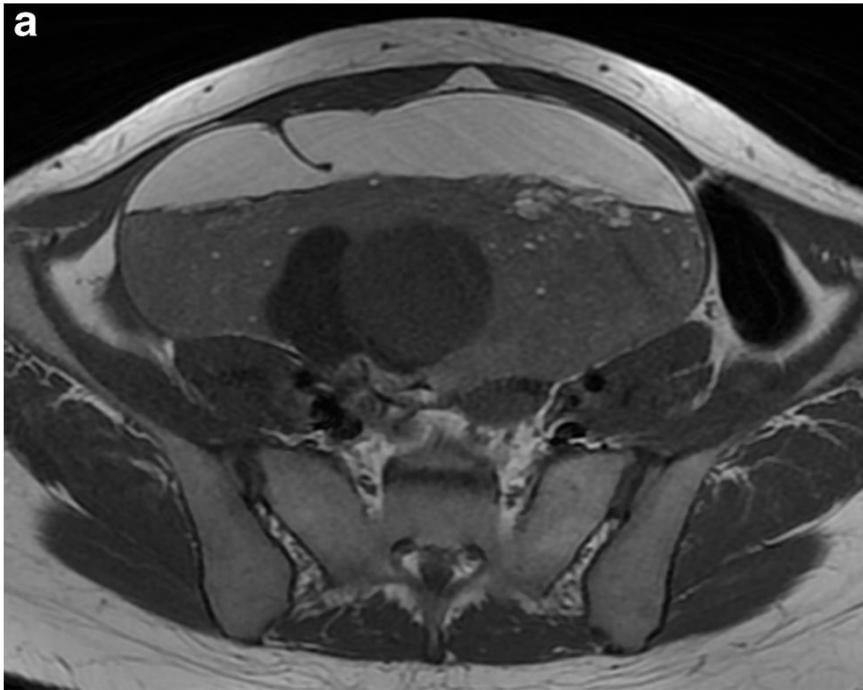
Ressonância magnética de uma mulher de 31 anos com TCMO, mostrando sinal de alta intensidade de gordura e sinal de baixa intensidade de camada aquosa.
